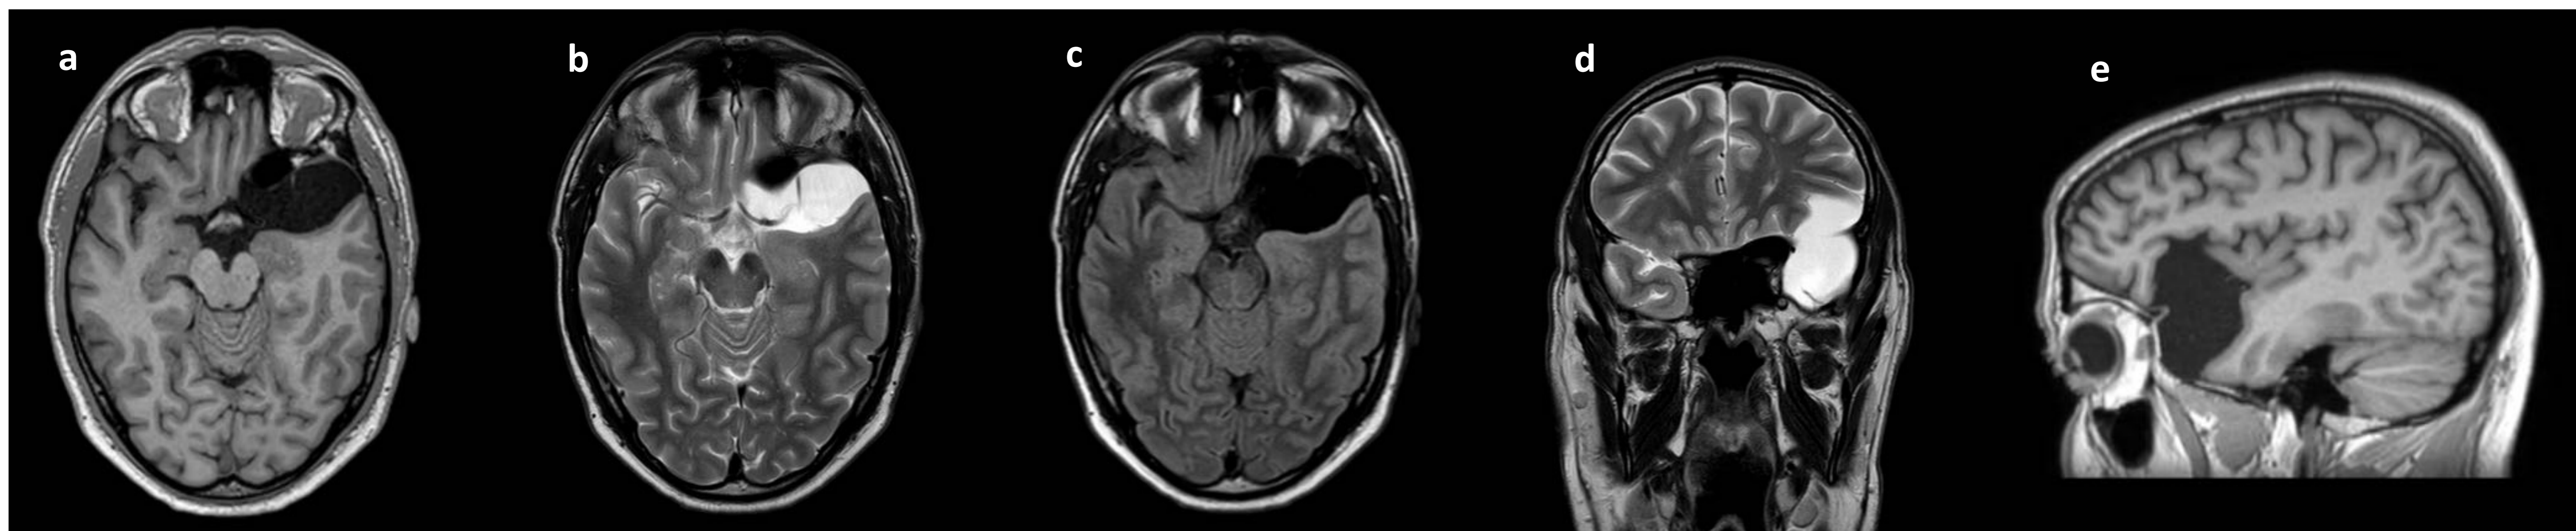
Cortes axiales de RM en T1 (a), T2 (b) y FLAIR (c), corte coronal de RM en T2 (d) y corte sagital de RM en T1 (e). Se aprecia una lesión localizada en la región temporal anterior y en el valle silviano izquierdos, cuya señal de RM es idéntica a la del LCR en todas las secuencias, en relación con quiste aracnoideo. En este caso, la lesión desplaza cranealmente la arteria cerebral media izquierda y condiciona un efecto de masa sobre el parénquima cerebral adyacente.
